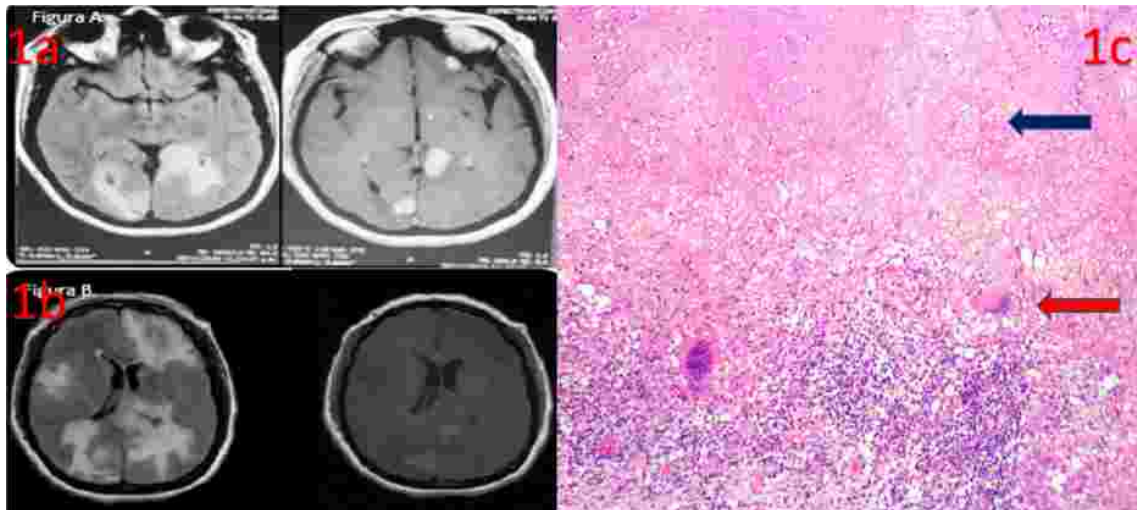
A: resonancia magnética cerebral , corte axial, FLAIR preponderada en T2 y T1 que muestra lesiones pequeñas y múltiples con escaso edema cerebral. B: resonancia magnética en cortes axiales 7 meses después, con lesiones de mayor tamaño y marcado edema perilesional. C: La imagen histológica muestra granuloma con presencia de células gigantes tipo Langhans (flecha roja) y necrosis caseosa (flecha negra).
